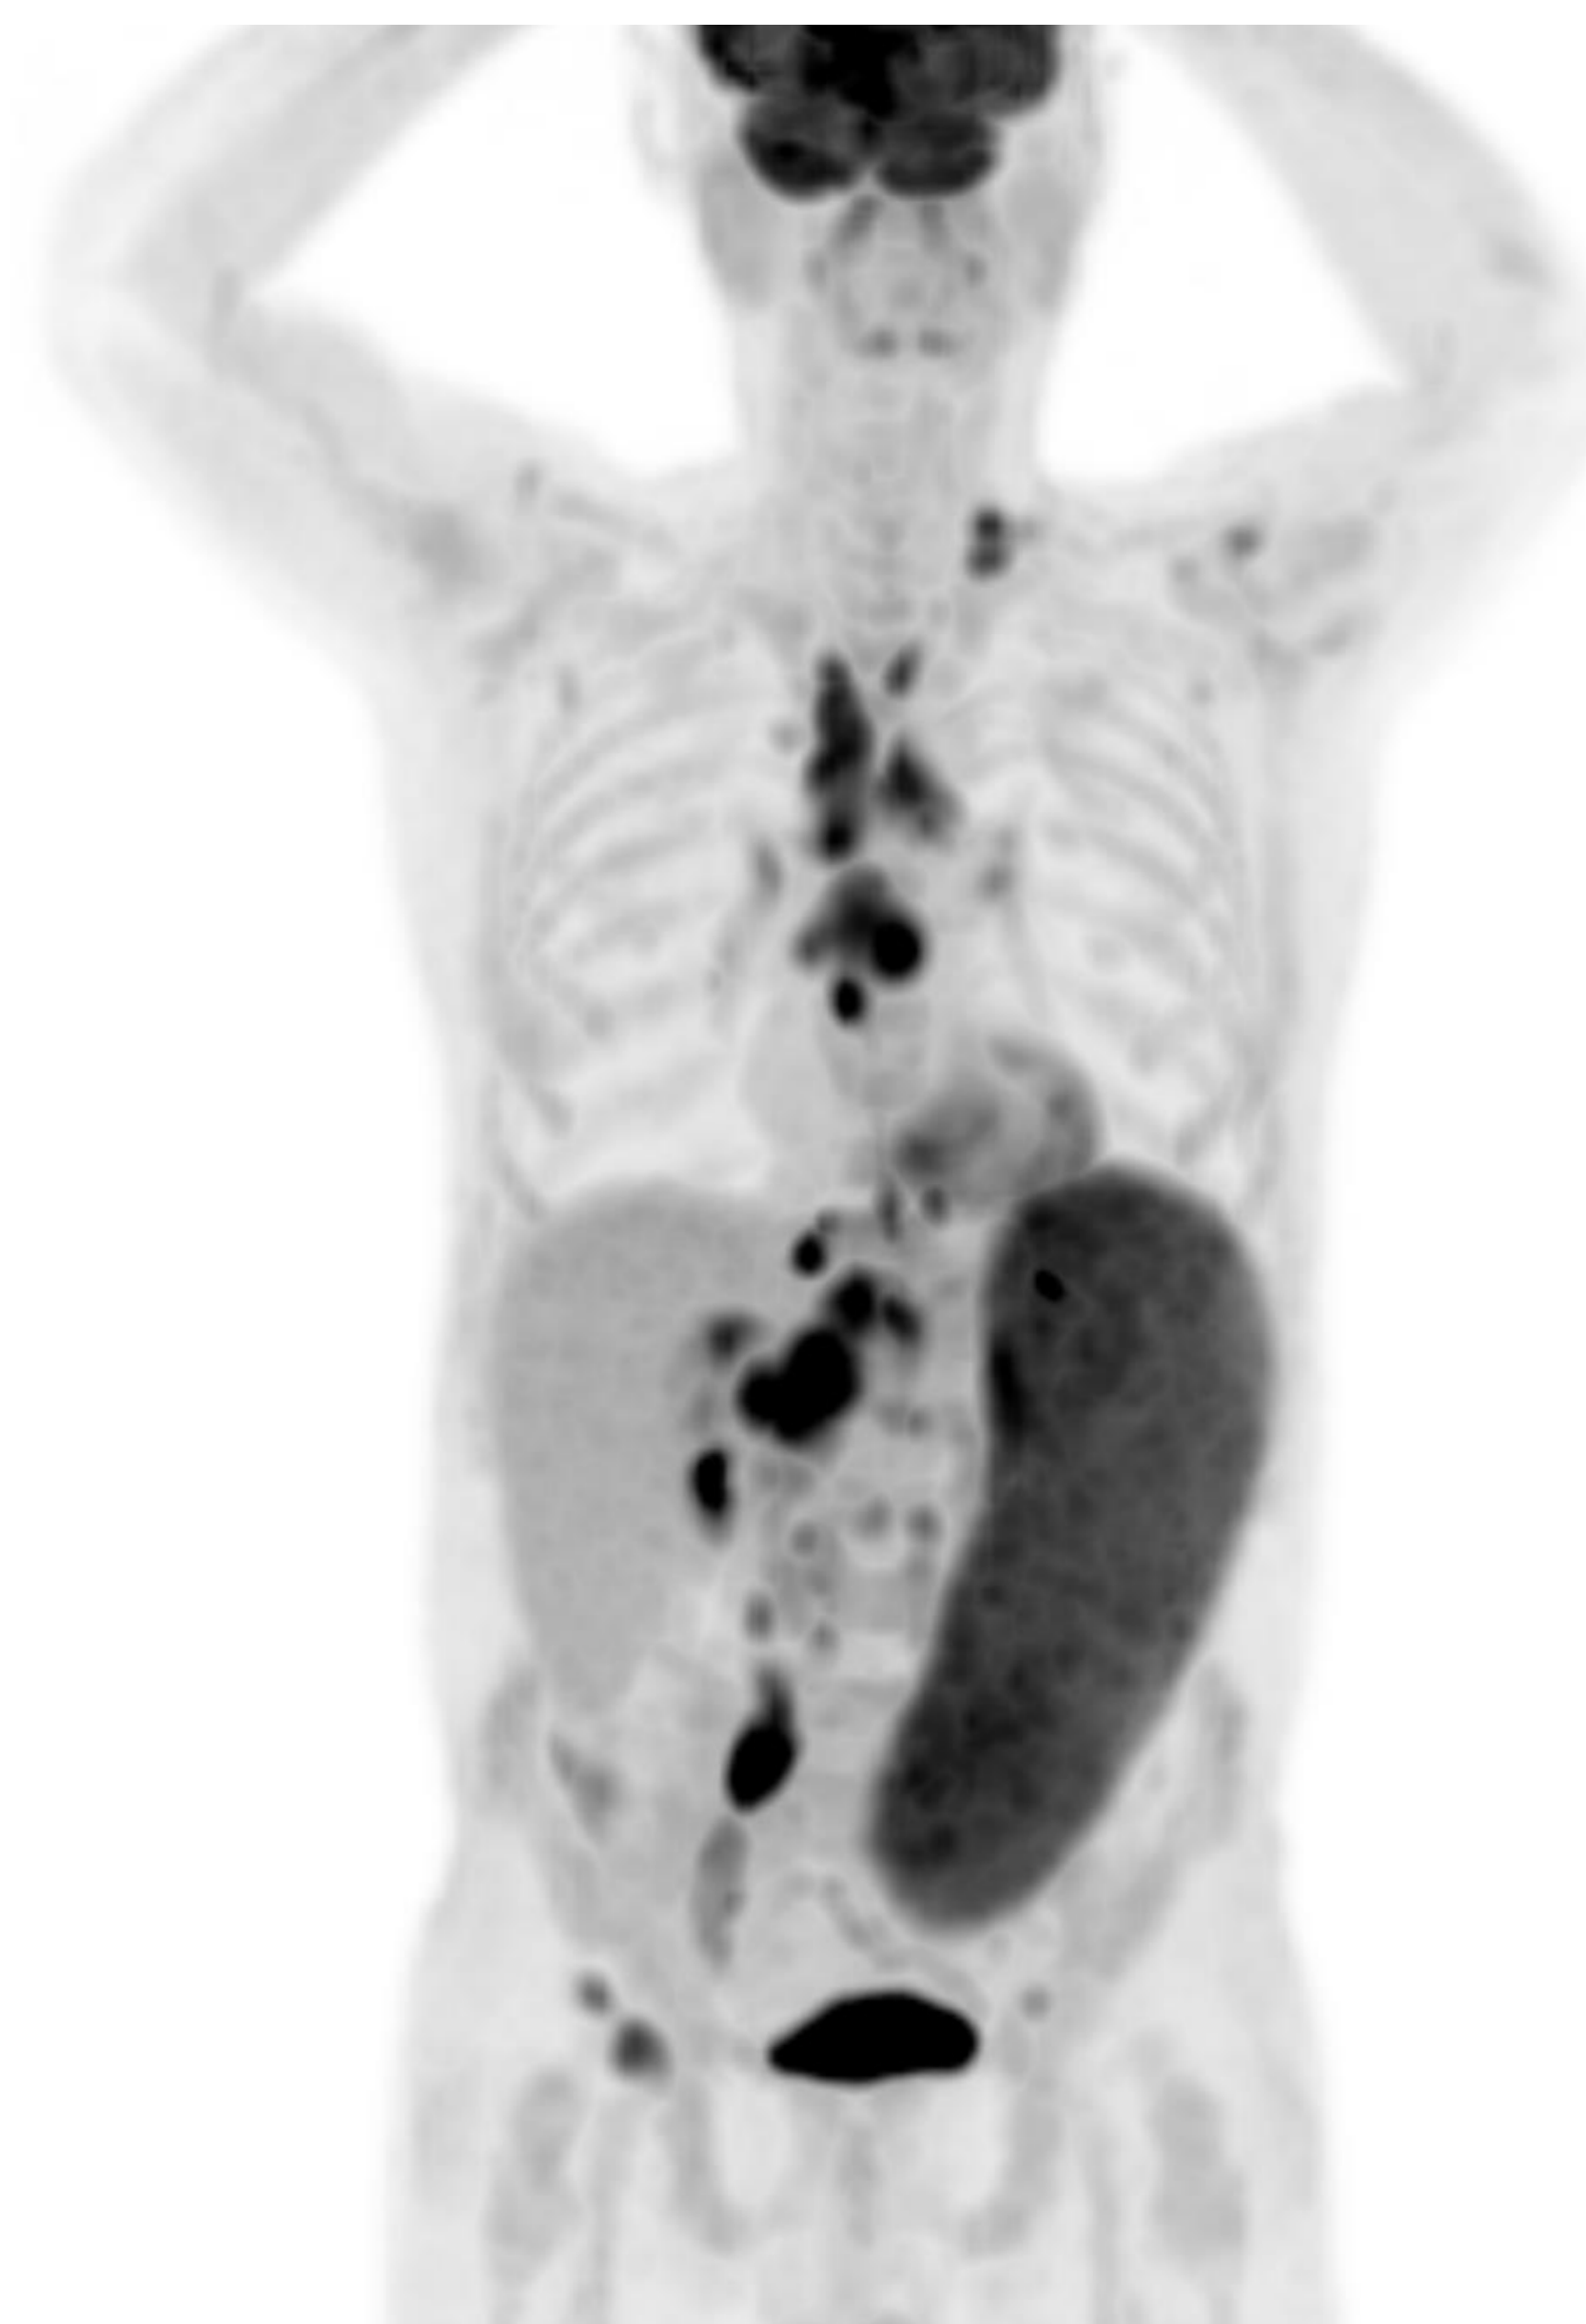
TC en fase portal, PET-TC. Y reconstrucción MIP del PET-TC. Esplenomegalia difusa de 25 cm con hipermetabolismo del parénquima que presenta un SUVmax de 7,5, sugestivo de afectación esplénica difusa del linfoma folicular. Apréciase en la reconstrucción del PET-TC MIP 3D las adenopatías supra e infradiafrágicas además de la infiltración esplénica.
